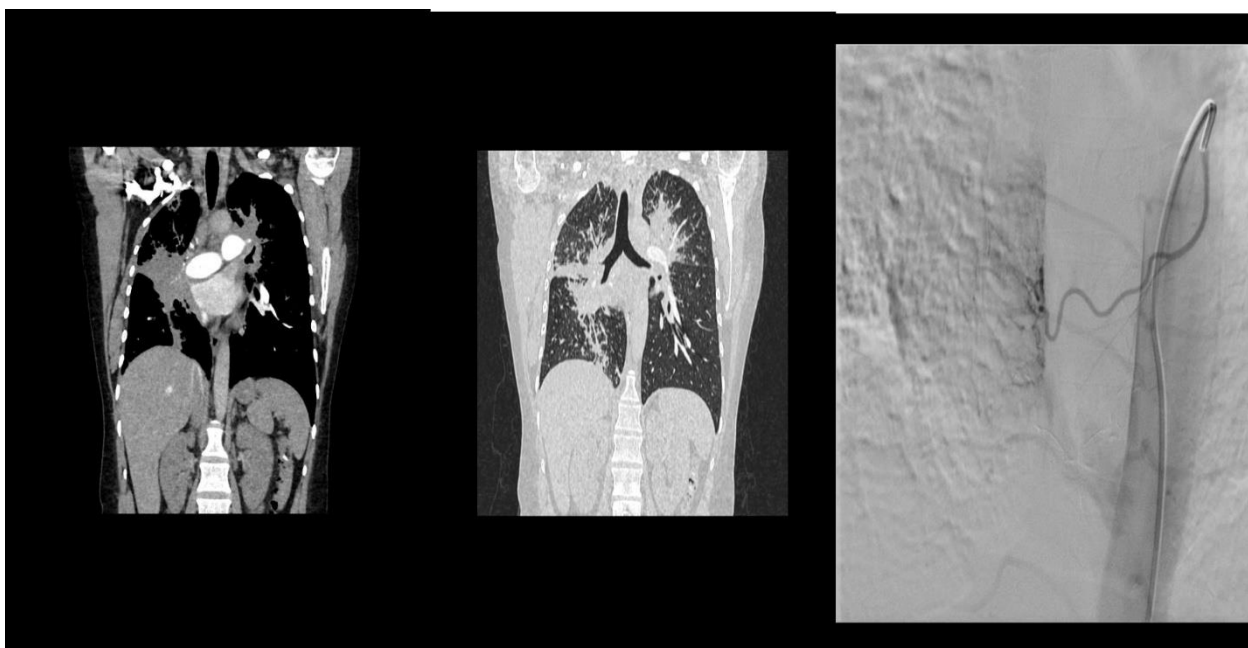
CT and angiographic images of patients with sarcoidosis
